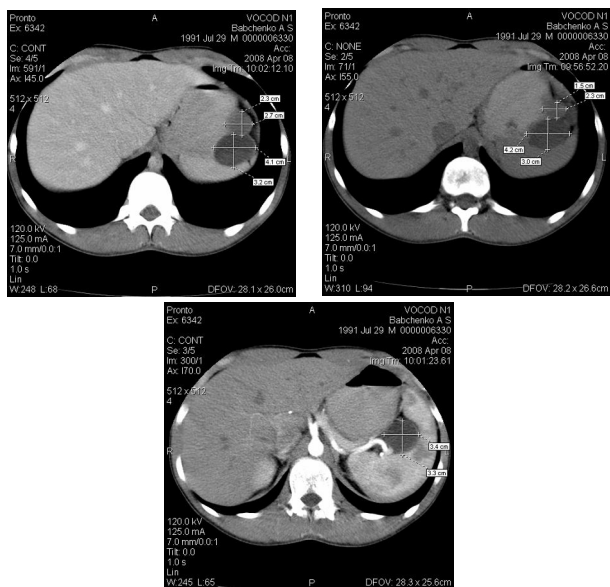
На компьютерно-томографических срезах представлены кистозные образования, интимно располагающиеся между желудком и селезенкой
